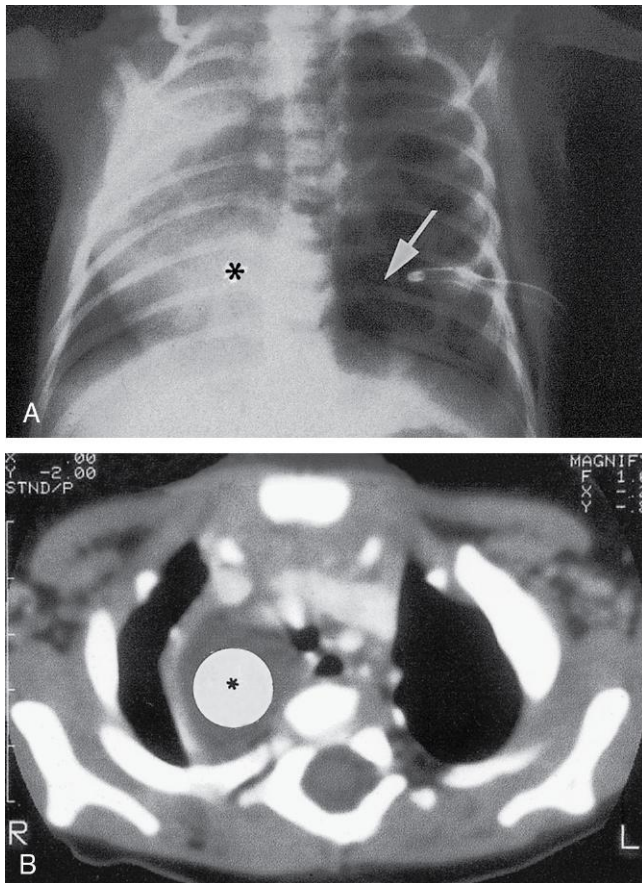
Quistes pulmonares congénitos. A, Radiografía torácica (posteroanterior) obtenida en un lactante y en la que se observa una malformación adenomatosa quística congénita izquierda de gran tamaño (flecha). El corazón (*) está desplazado hacia la derecha. Se puede observar la sonda torácica en el lado izquierdo, colocada tras el establecimiento de un diagnóstico inicial de neumotórax (aire en la cavidad pleural). B, Imagen de tomografía computarizada torácica obtenida en un lactante con un quiste broncogénico congénito derecho de gran tamaño (*). (Por cortesía del doctor Prem S. Sahni, anteriormente en el Department of Radiology, Children's Hospital, Winnipeg, Manitoba, Canadá.)
